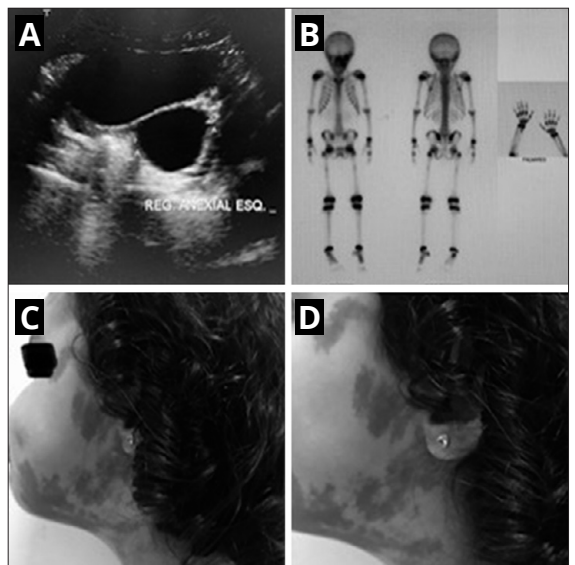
A) Ecografía pelviana con ovario izquierdo con quiste de 4.7 cm de diámetro. B) Centellograma con discreta anomalía en la base del cráneo. C) Manchas cutáneas café con leche en la región cervical posterior.
